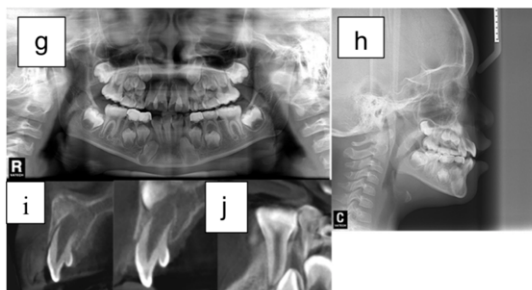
g) ortopantomografía h) Rx. Lateral de cráneo i) dens invaginatus j) diente doble
